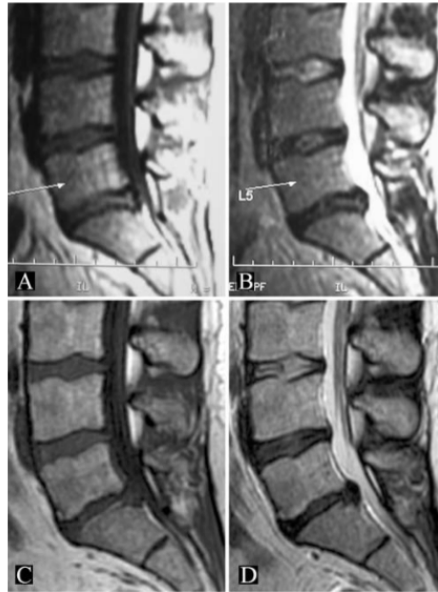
Example of a Modic Type 0 to Type 2 conversion in a 24-year-old female patient with an L5-S1 lumbar disc herniation. Preoperative T1- (A) and T2-weighted (B) MR imaging shows absence of MCs at L5-S1. Postoperative T1- (C) and T2-weighted (D) MR imaging at 42 months demonstrates Type 2 changes predominating on the superior (L-5) endplate.
